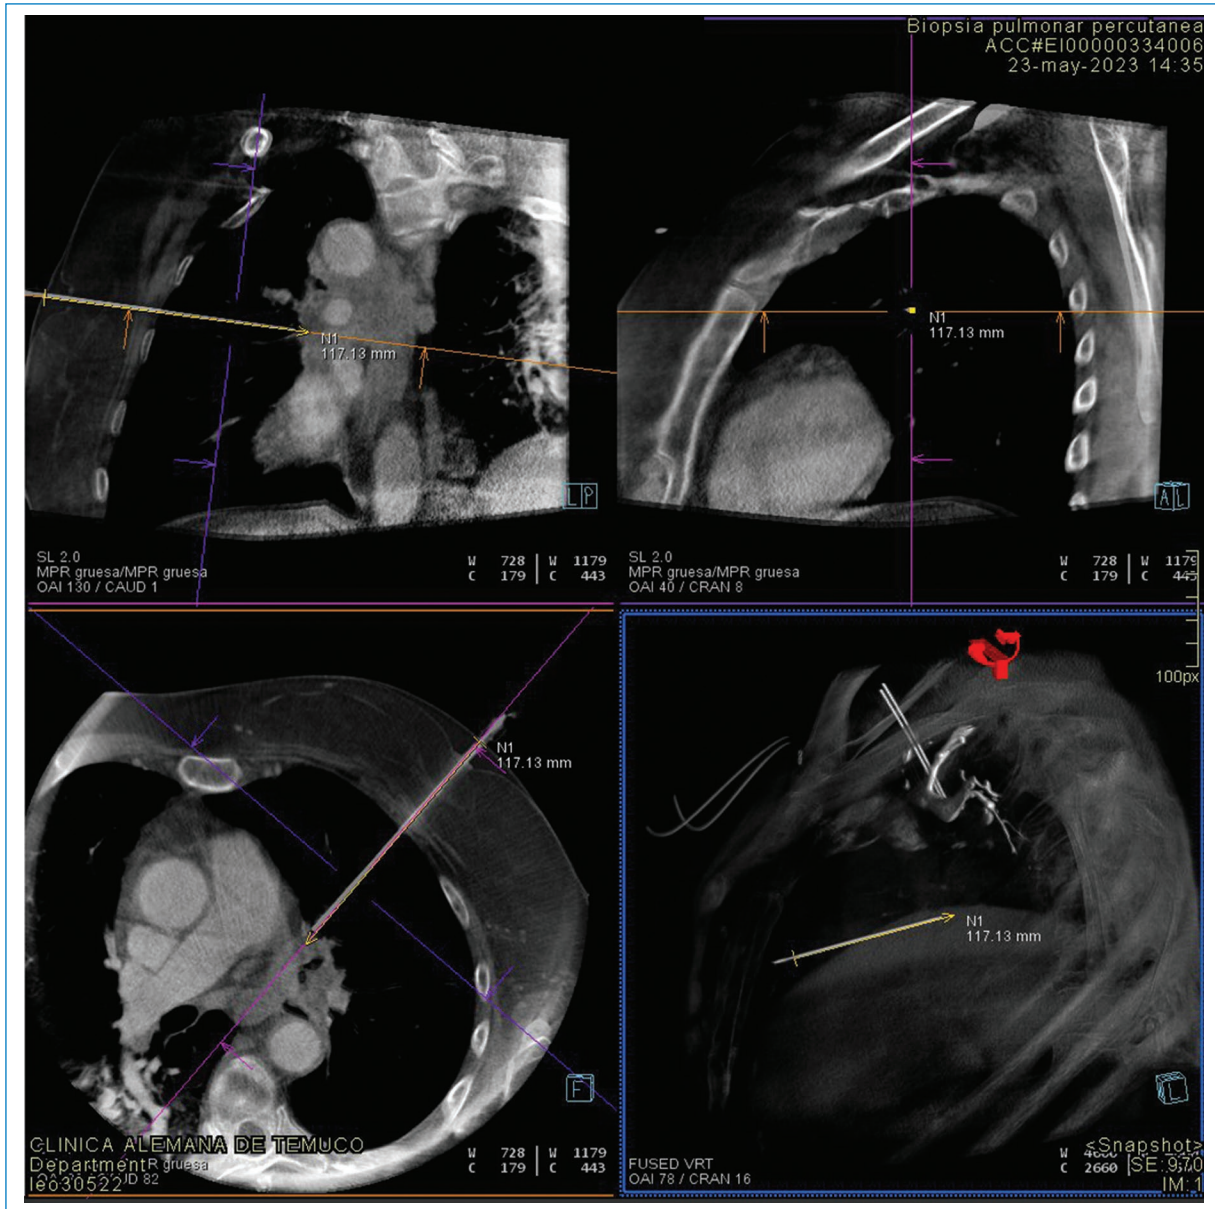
Guía de punción estereotaxica por Cone Beam CT, entorno de guías de punción de máxima eficacia y eficiencia.
